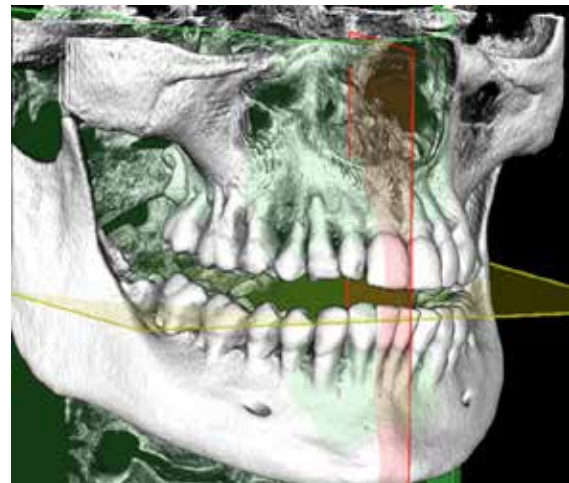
3D computed tomography in the area of 13, 43 teeth
